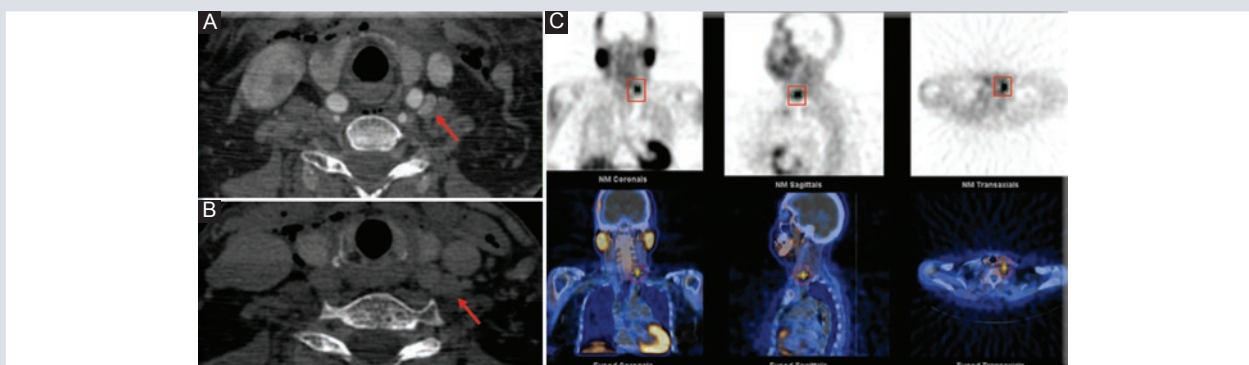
Adenoma paratiroideo izquierdo ectópico. A y B: tomografía computarizada de cuello, cortes axiales en fase arterial (A) y fase venosa (B). Se aprecia un nódulo sólido y circunscrito, que se localiza lateral a la arteria carótida común izquierda. Posterior a la administración del material de contraste se observa que presenta reforzamiento en la fase arterial, y en la fase venosa el comportamiento es hipodenso (flechas). C: SPECT-CT: Presencia y retención del radiofármaco (rectángulos y círculos) en relación con tejido paratiroideo anormal en la topografía del nódulo descrito por tomografía compatible con adenoma paratiroideo. SPECT-CT: combinado con tomografía computarizada.
